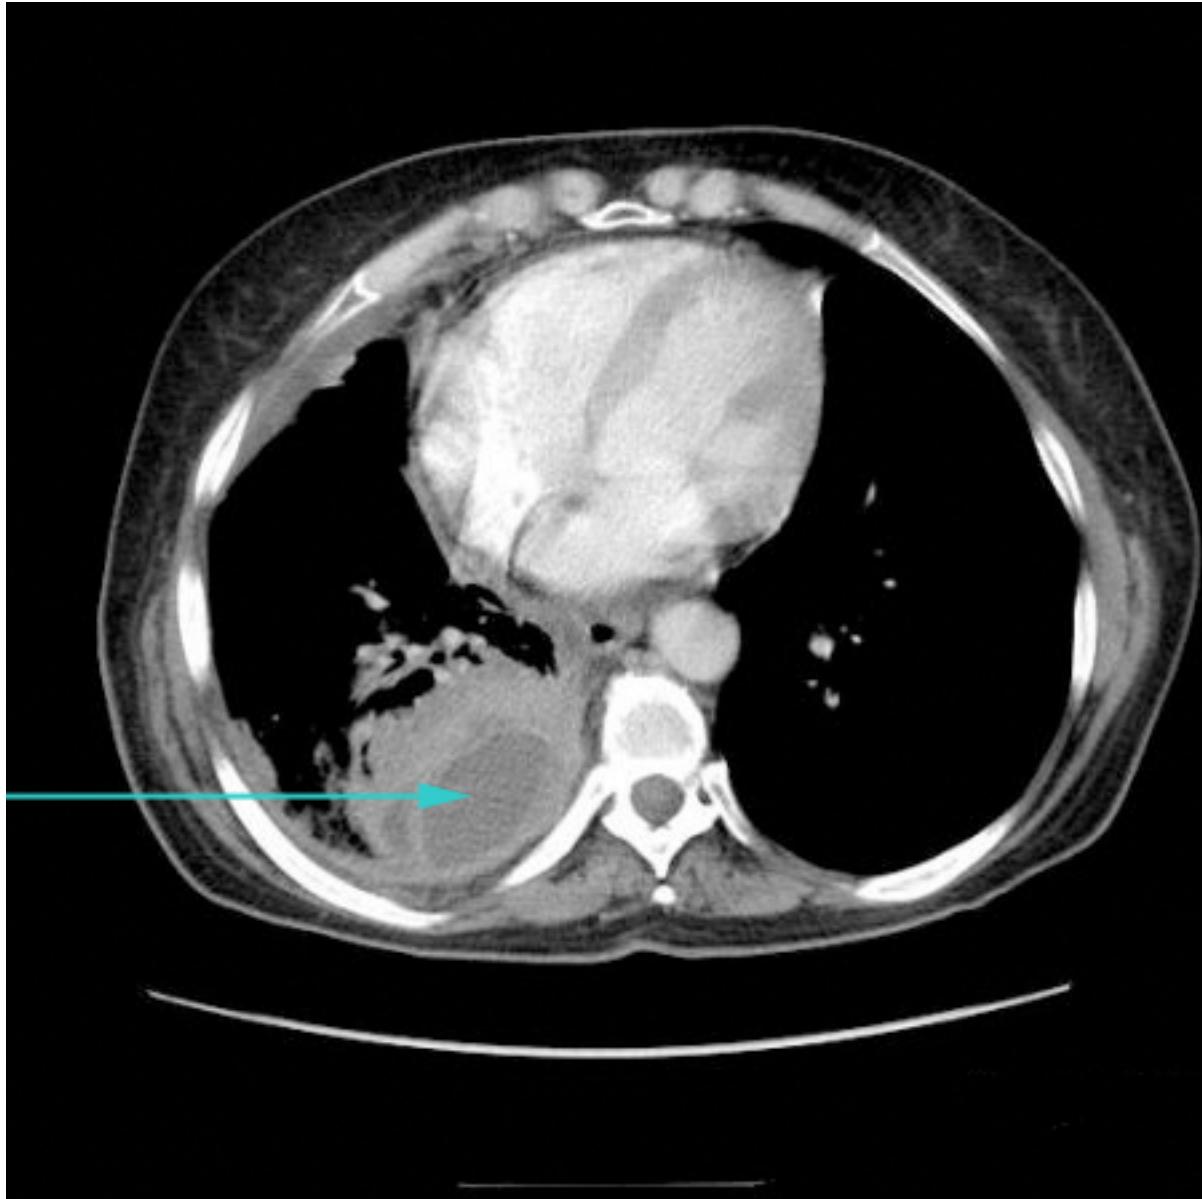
Tomografia computadorizada (TC) mostrando derrame pleural direito volumoso
